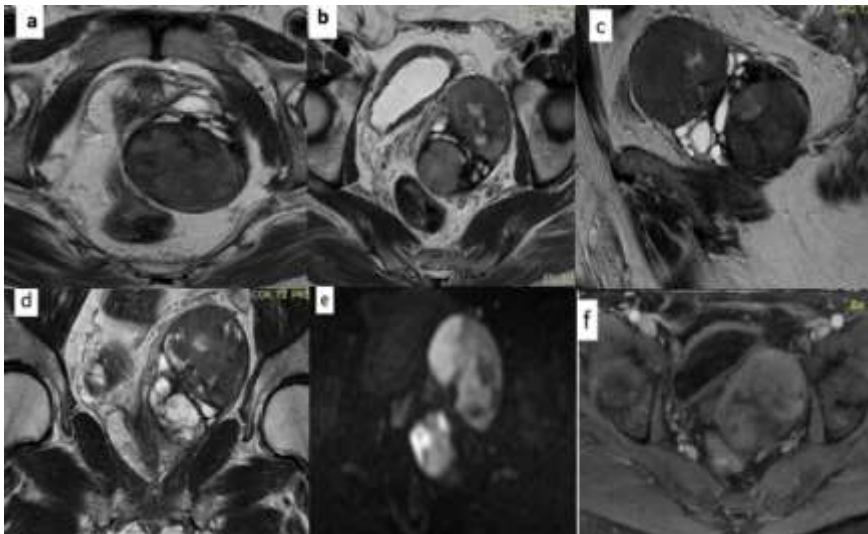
IRM séquences pondérées en T2 axiales (a,b) sagittale (c) et coronale (d) montrant une masse ovale bien limitée, polylobée prostatique gauche solido-kystique en hypo signal T1, en signal T2 intermédiaire ménageant des zones kystiques en (d), en hyper signal diffusion et en (e) se rehaussant de façon hétérogène après contraste(f); absence d'envahissement vésicale ou rectale ou de la vésicule séminale droite, absence d'envahissement ganglionnaires
